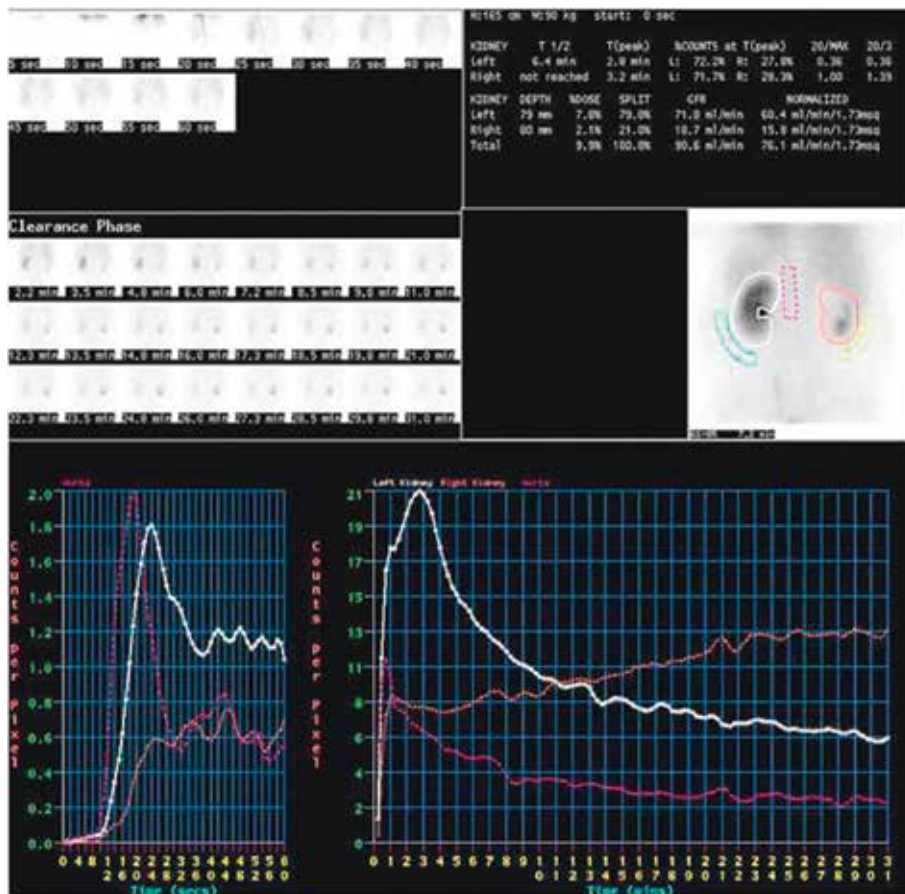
Paziente di 38 anni con ipofunzionalità del rene di destra, controllo scintigrafico.
